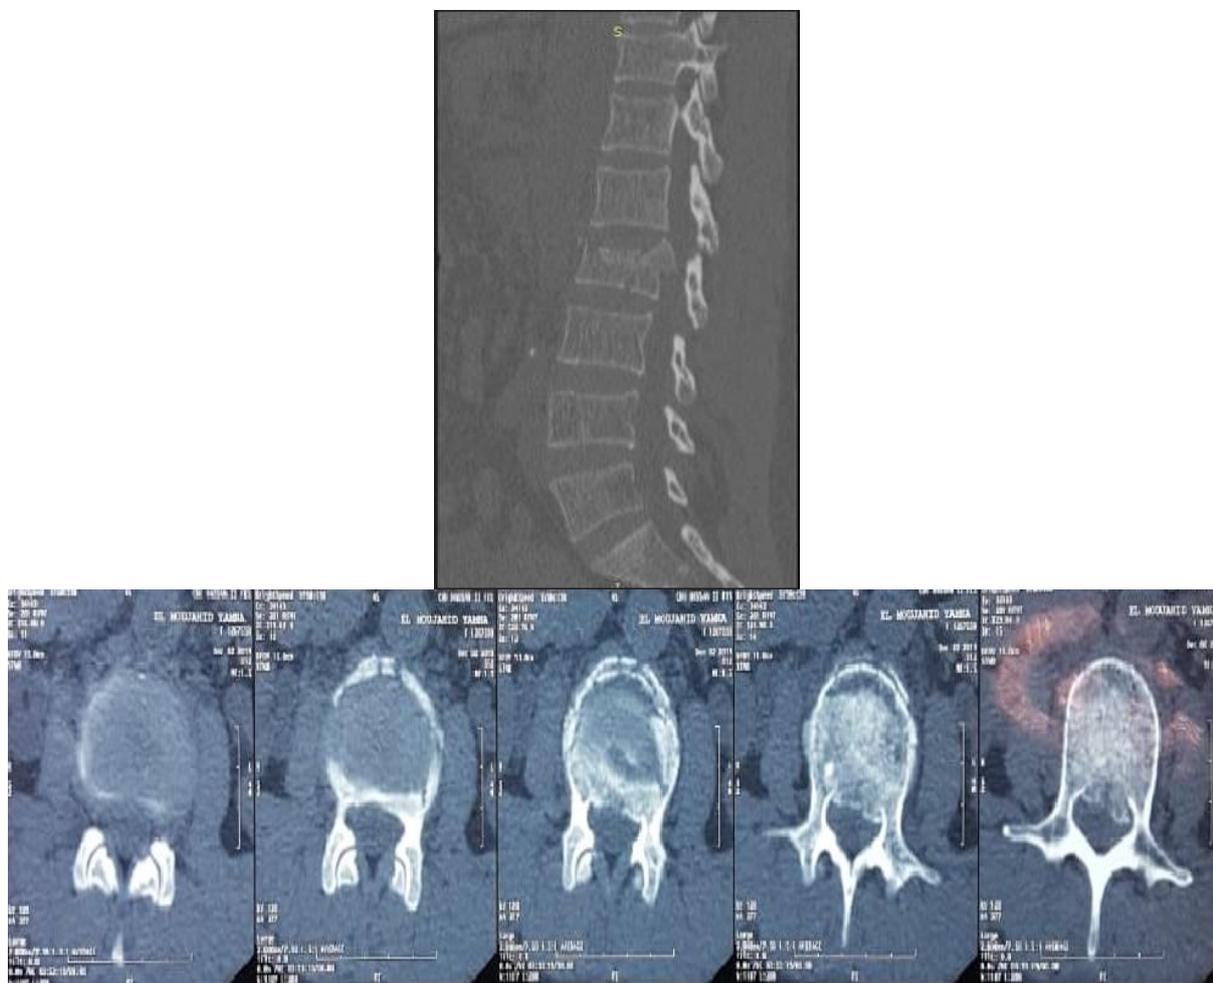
TDM pré opératoire du rachis lombaire en coupes sagittale et axiale objectivant une fracture tassement de L2 MAGERL A3.
